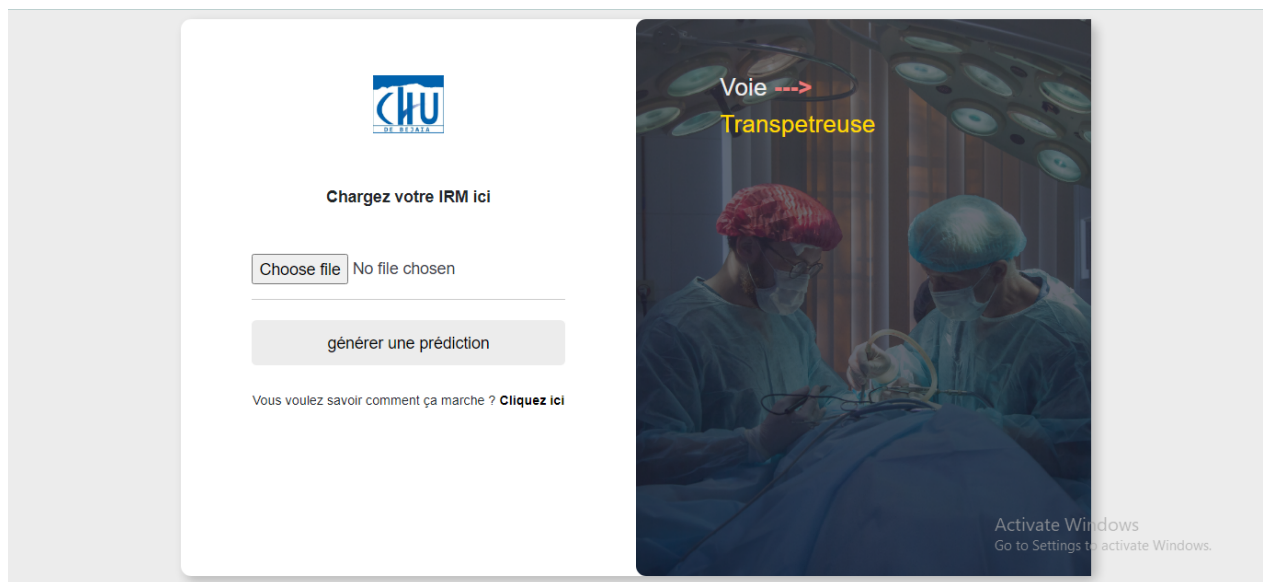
Interface pour charger sa propre image IRM sur notre application
